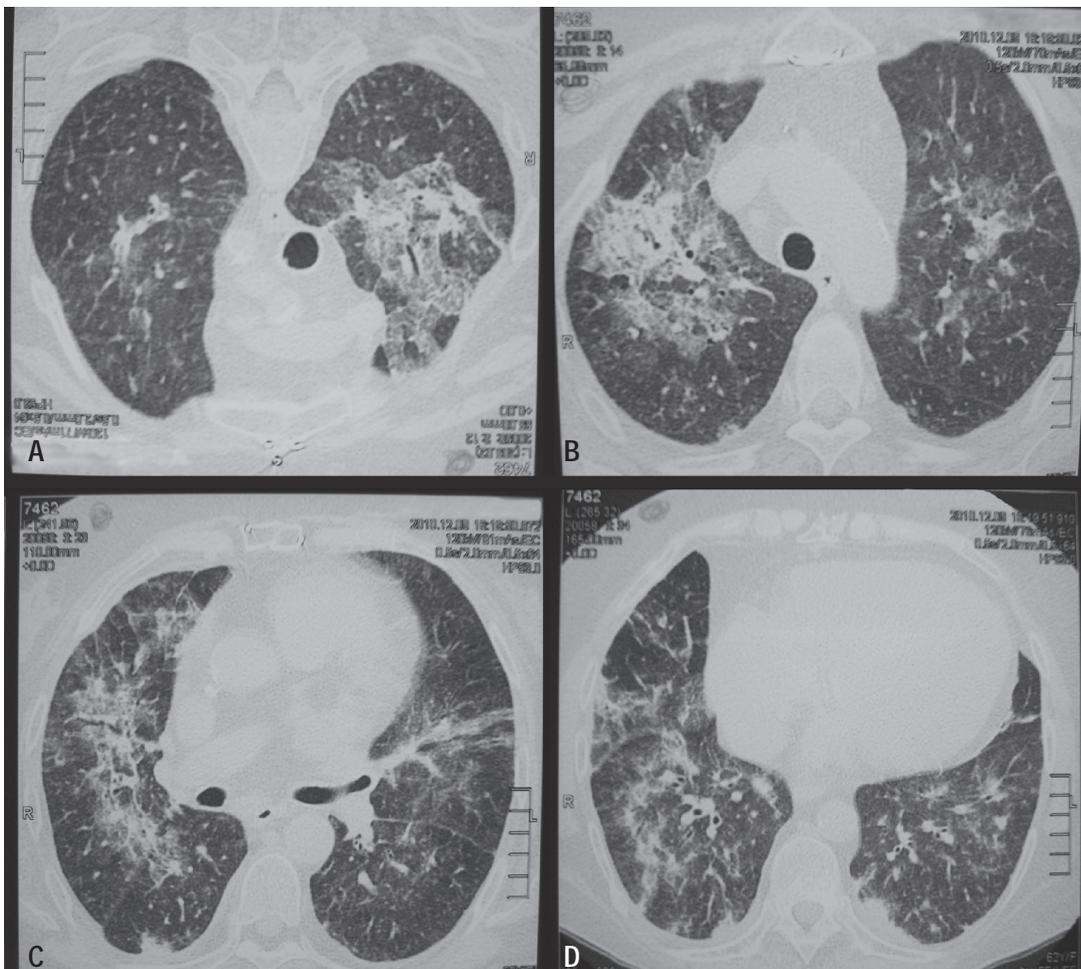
Tomografía de tórax al ingreso.
